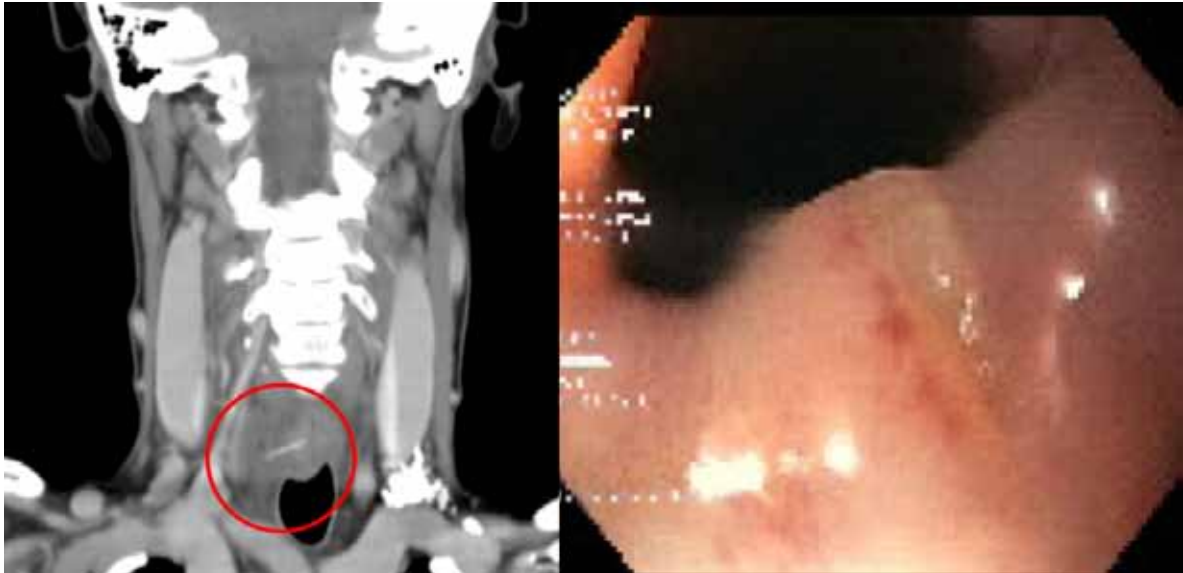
En la imagen de la izquierda se observa el TC en corte coronal, imagen lineal hiperdensa en el seno de una zona que comienza a mostrar cambios flemonosos. A la derecha, exploración mediante gastroscopio donde visualiza una zona indurada, sobreelevada con un pequeño orificio central englobando el cuerpo extraño.
